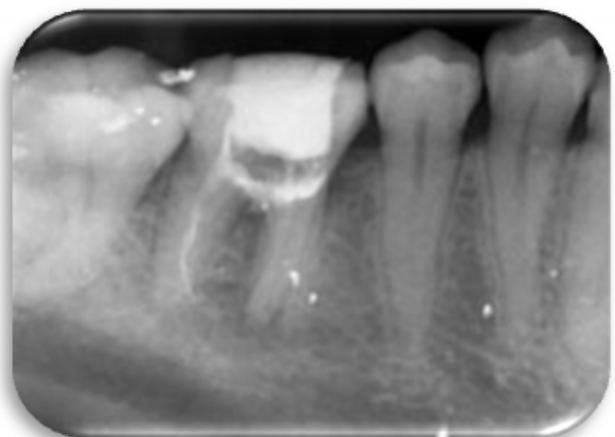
Radiografía periapical inferior derecha de diente 46 con una perforación en zona de furca sellada con Biodentine.
